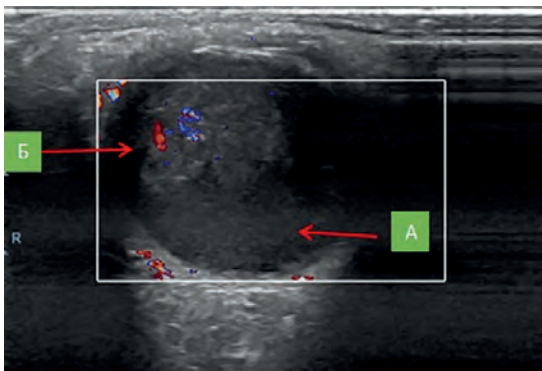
Девочка, 3 года 3 месяца. УЗИ глаза: РБ с инвазией в СТ. В задних отделах глаза мелкодисперсная взвесь – морфологически подтвержденные отсеивы в СТ (стрелка А), РБ с локусами кровотока в структуре (стрелка Б)
